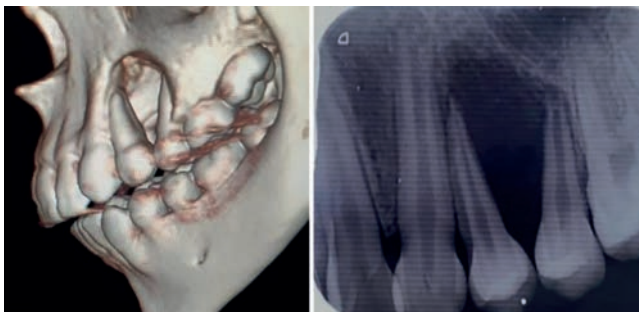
Reconstrucción en 3D y radiografía periapical. Fuente: propia.
